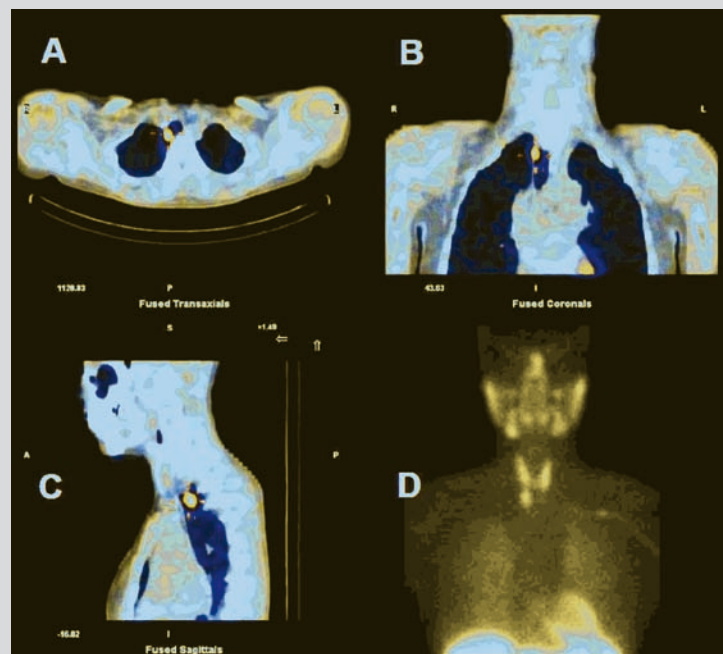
Scintigraphie MIBI et SPECT-CT
